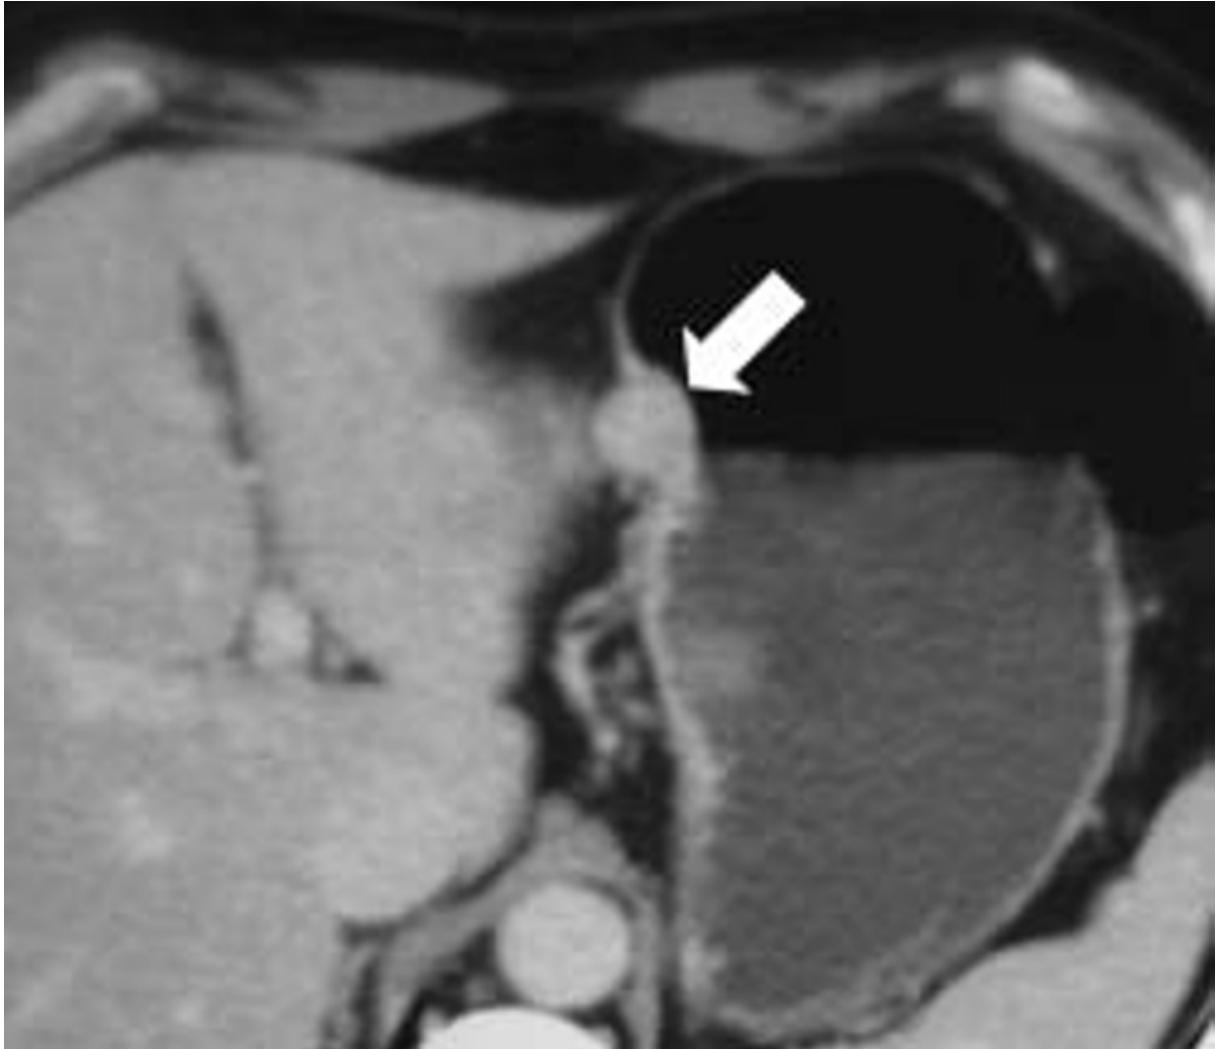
TDM dans le plan axial montrant un nodule pariétal homogène, rehaussant, de petite taille (flèche), développé aux dépens de la petite courbure gastrique. (cas du 5^{ème} patient).
